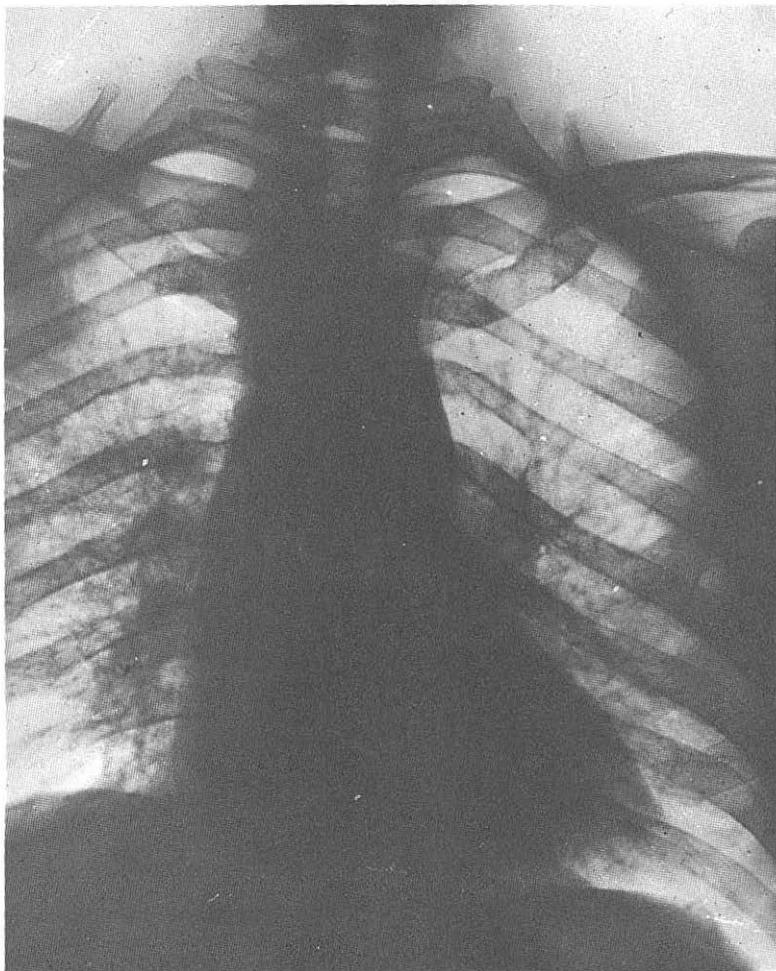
Radiografía del enfermo de fibrosis difusa marcada.
